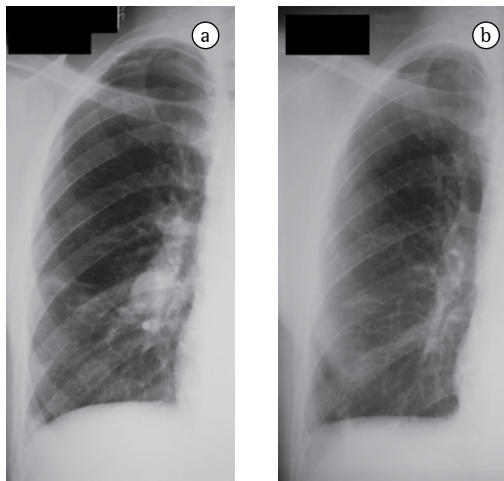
Paciente 4: a) radiografia de tórax revelando aneurisma de artéria pulmonar; b) radiografia de tórax mostrando resolução de aneurisma de artéria pulmonar depois do tratamento imunossupressivo.
